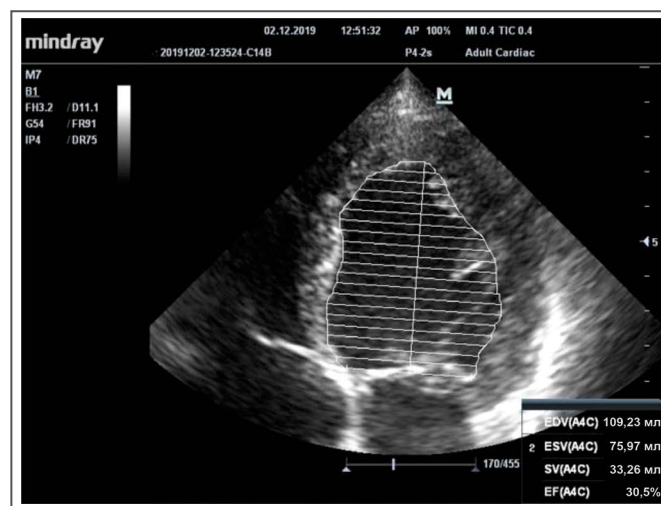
Эхокардиографическое исследование пациентки Д.Н. Верхушечное 4-х камерное сечение (значительное снижение фракции выброса по Симпсону).
